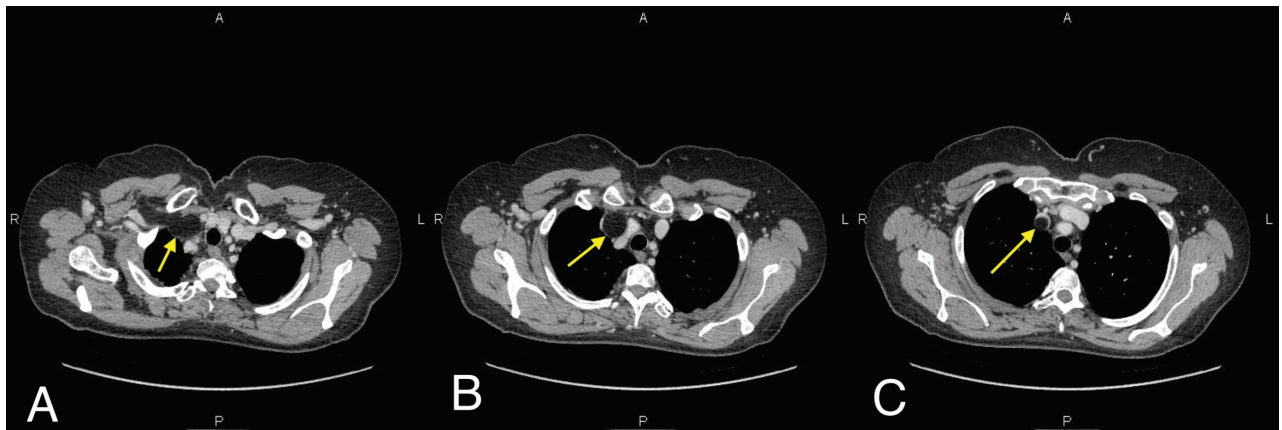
Preoperative intravenous contrast-enhanced thoracic computed tomographic scan showing the hypodense tumor (arrows) filling the lumen of the right subclavian (A) and brachiocephalic (B) veins and of the SVC (C)
